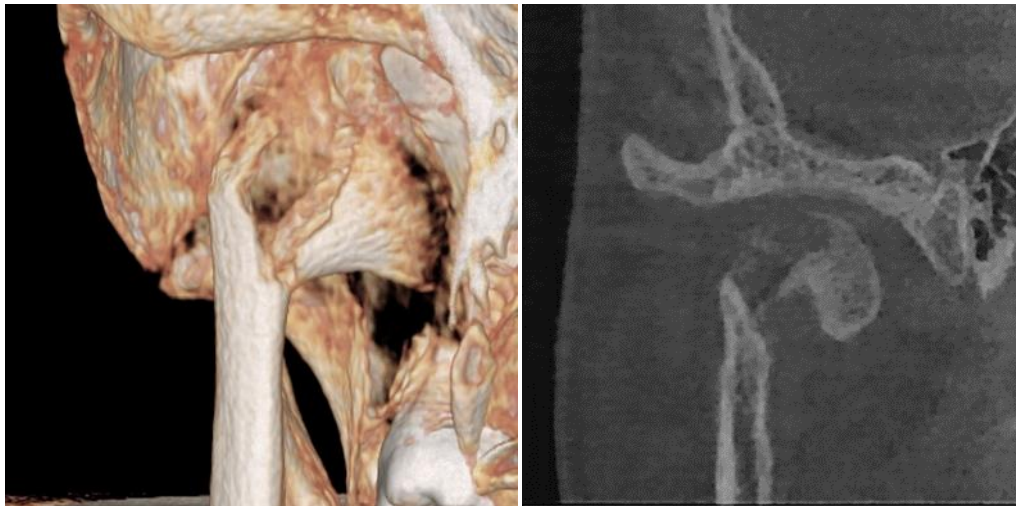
3Д томографии ВНЧС. Диагноз: Перелом мыщелкового отростка нижней челюсти с вывихом внутри суставной капсулы мыщелка.
